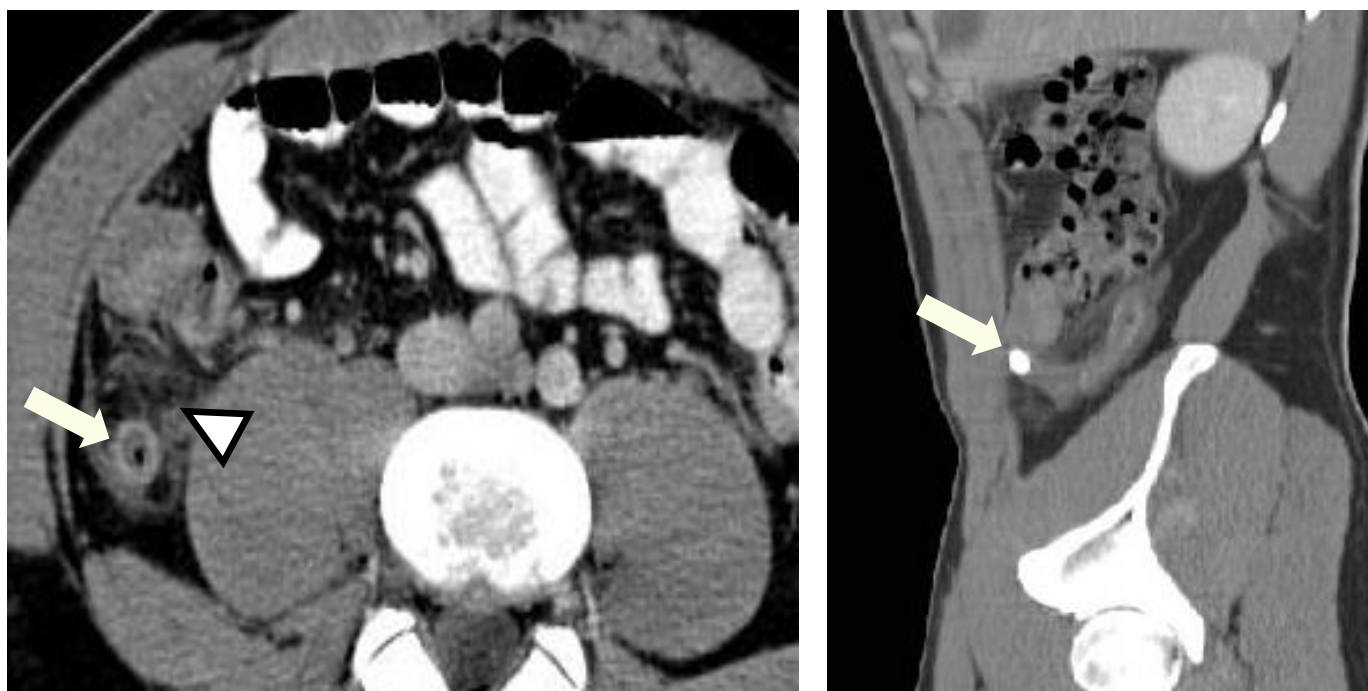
Apendicitis aguda. Tomografía computada corte axial a) donde se evidencia el apéndice cecal aumentado de tamaño con engrosamiento de su pared (flecha) y marcado aumento de la densidad del tejido graso adyacente a él, como signos inflamatorios (punta de flecha). Corte coronal b) donde se observa el apéndice desplegado y los hallazgos descritos previamente junto a la presencia de un apendicolito en el extremo del apéndice inflamado (flecha)
